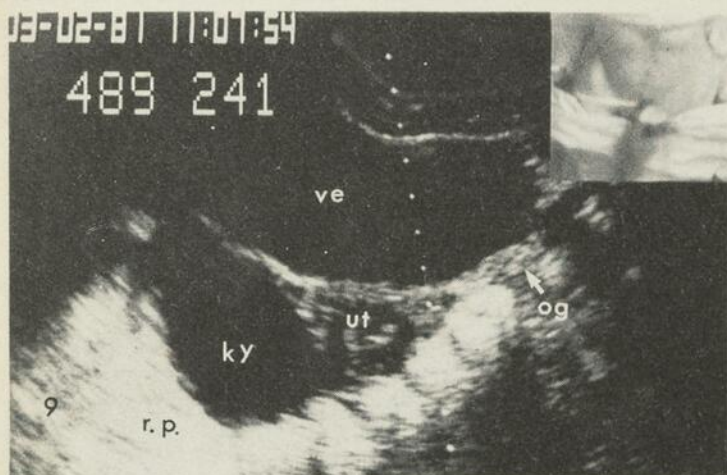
Kyste fonctionnel de l'ovaire. Coupe transverse bassin. Clinique de masse pelvienne et d'irrégularité menstruelle récente. Kyste typique de l'ovaire droit avec renforcement des échos profond par transmission intégrale des ultrasons. Disparition spontanée au contrôle échographique deux mois plus tard.
